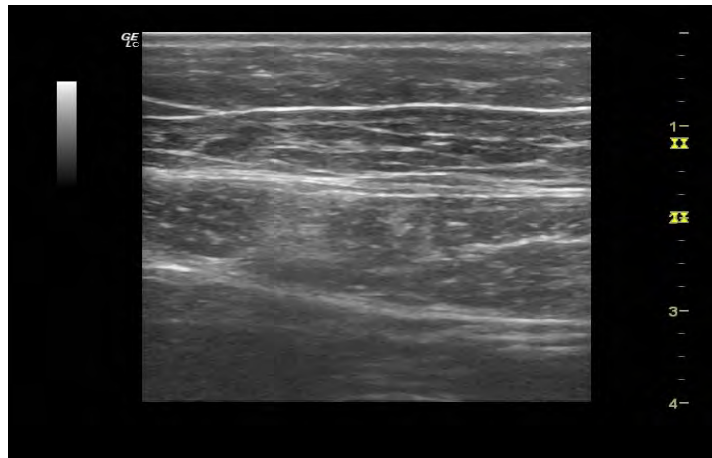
Hasil citra ultrasound di paha
